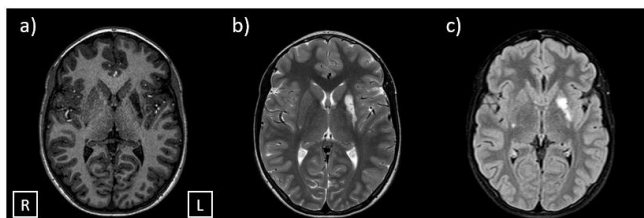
Lesión en núcleo caudado y lenticular izquierdo hipointensa en secuencia T1 (a) e hiperintensa en secuencia T2 (b) y secuencia FLAIR (c).
